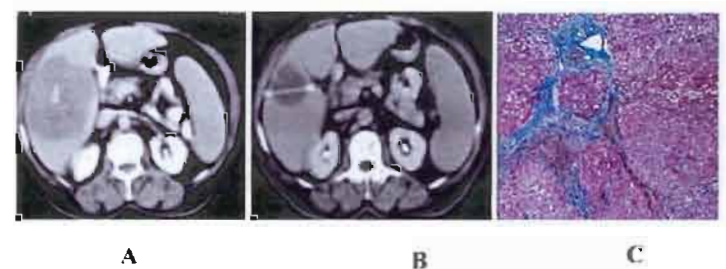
Quimioembolización como tratamiento neoadjuvante (para rescate del paciente para cirugía de resección). A- Tomografía computada: muestra hepatocarcinoma en un hígado cirrótico. B- Control postquimioembolización: marcada reducción del tamaño tumoral. C- Histopatología de resección de la masa residual: muestra necrosis tumoral completa como consecuencia de la quimioembolización previa y cirrosis.
